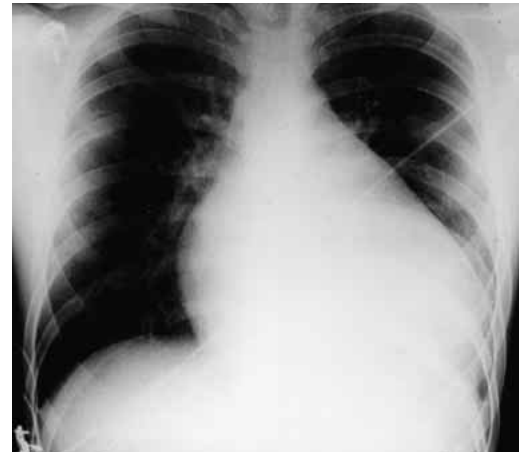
Ausgeprägte Kardiomegalie und Zeichen der Lungenstauung im Thorax-Röntgenbild bei einem 19jährigen Patienten mit schwerer dilatativer Kardiomyopathie.
